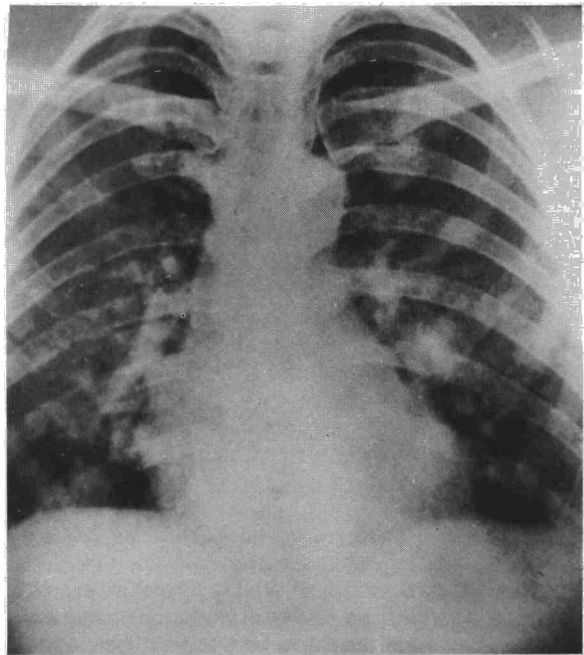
Radiografía de tórax realizada nueve años antes, en donde, prácticamente se observan lesiones nodulares pulmonares semejantes a las actuales.
